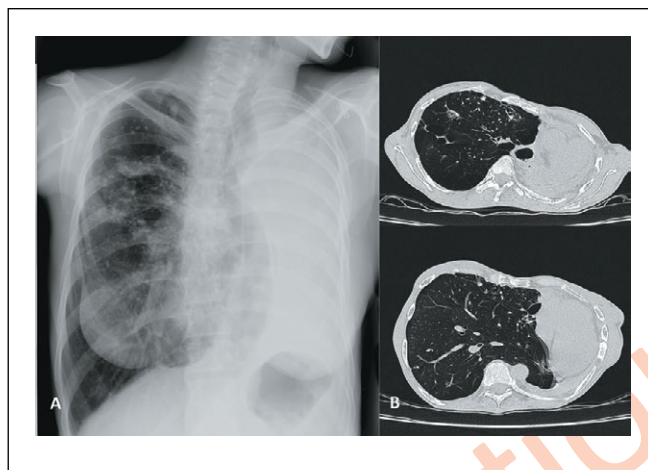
Рг (А) и КТ-исследования органов грудной клетки (В) через 1,5 года после хирургического лечения.
